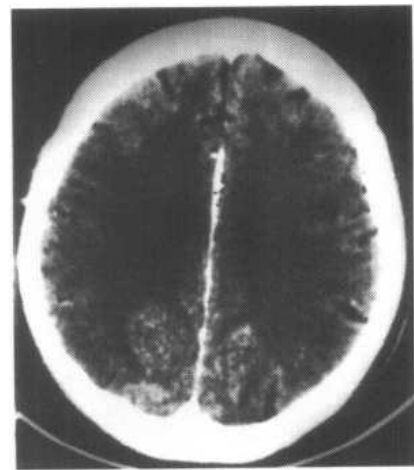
与 2-8-6a 同一病例, X 刀治疗后 12 个月 CT 增强扫描可见肿瘤及水肿完全消失
